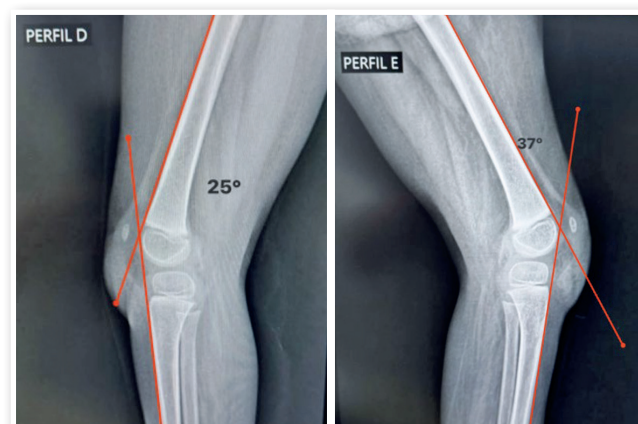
Radiografia em incidência lateral, de joelho direito com 25° de e joelho esquerdo com 37° de flexo em extensão máxima, evidenciando flexo rígido de joelho bilateral.
